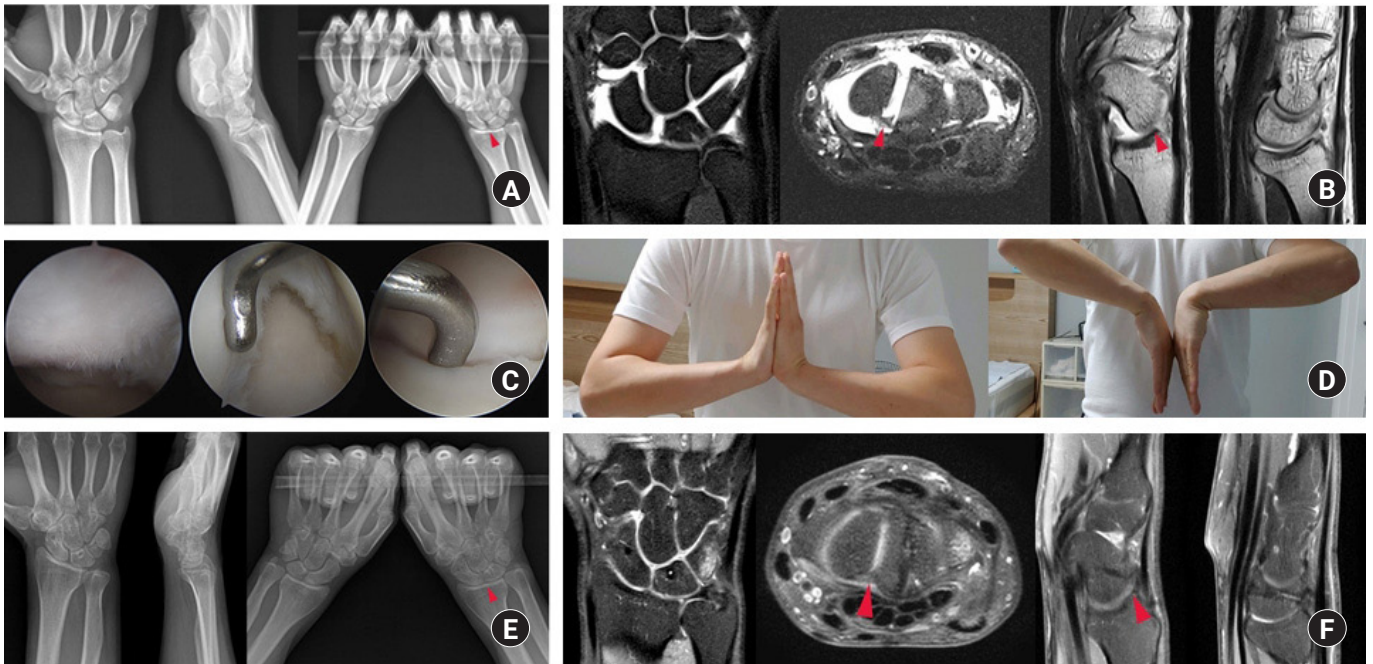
(A) Scapholunate (SL) gap (arrow) is seen in clenched fist posteroanterior (PA) view. (B) In magnetic resonance imaging (MRI), SL gap and scaphoid subluxation are seen. The left arrow indicates SL gap. The right arrow indicates dorsal subluxation of scaphoid. (C) In the first photo, the cartilage wear of proximal scaphoid is seen. In the second photo, scapholunate probing in midcarpal viewing shows EWAS stage IV instability. In the last photo, scapholunate probing is improved to European Wrist Arthroscopy Society (EWAS) stage I after reconstruction. (D) Range of motion of flexion and extension. (E) Two years after operation, there is no SL gap in clenched fist PA view. The arrow indicates SL gap improvement. (F) In MRI, there are no SL gap, scaphoid subluxation and subchondral edema except triquetrum fracture after trauma. The left arrow indicates SL gap improvement. The right arrow indicates the reduction of scaphoid.
